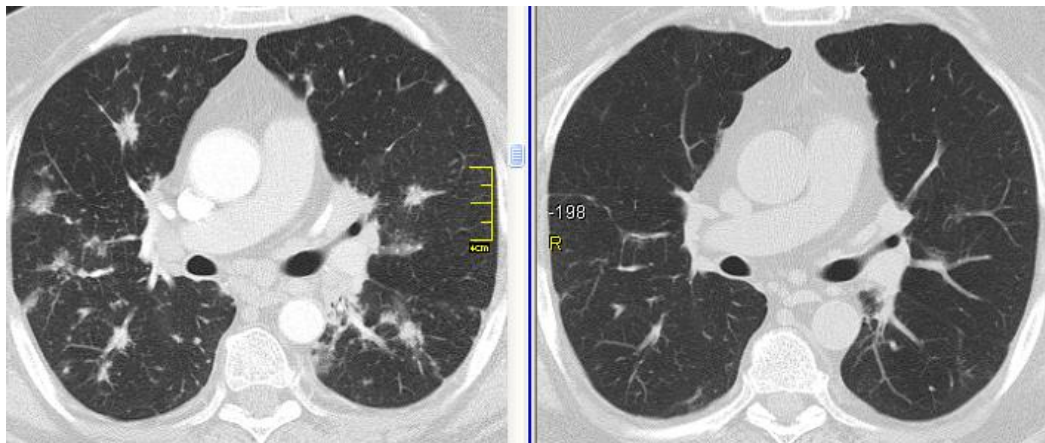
КТ хворого Б.: (зліва – вихідні дані, справа – через 3 міс ГКС-терапії). Фаза регресії саркоїдозу: зникнення легневих вузлів та ділянок «матового скла».
